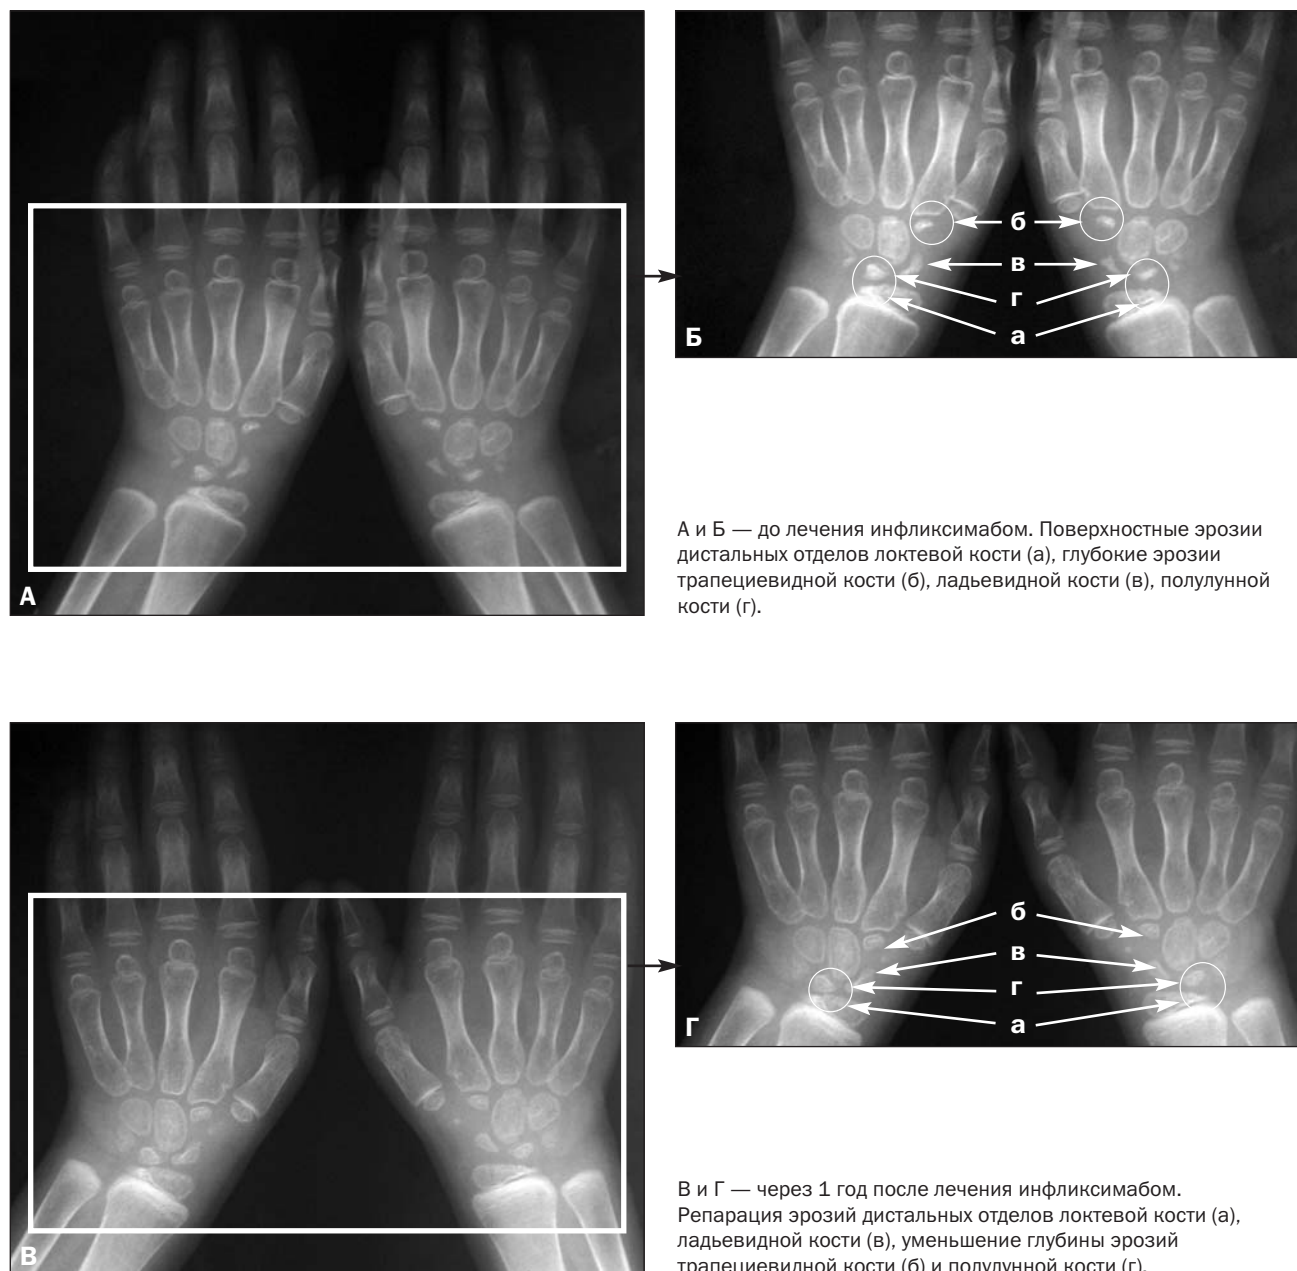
Рентгенограмма лучезапястных суставов больной С., 7 лет, с системным вариантом ЮРА
